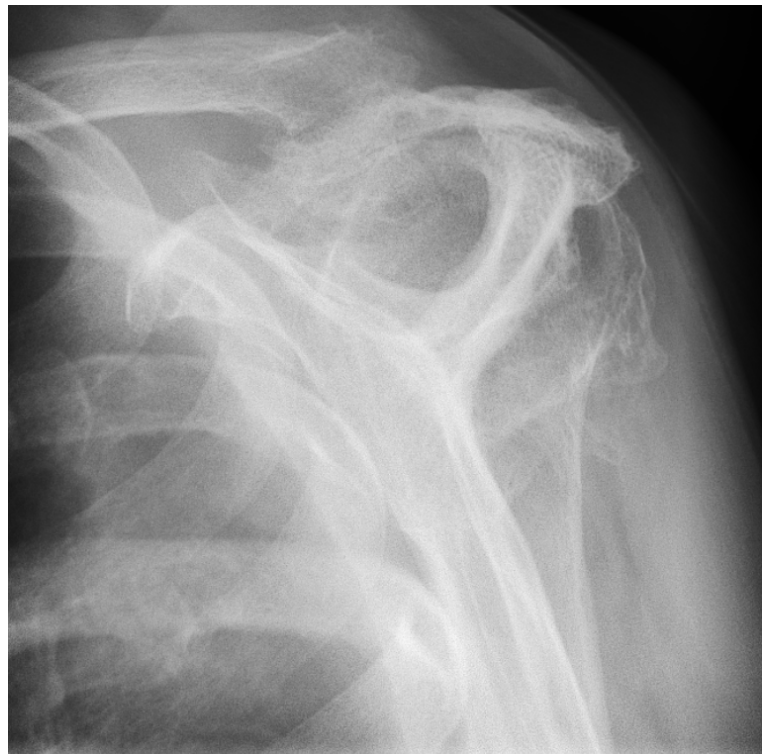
Radiographies de face et de profil montrant une omarthrose Hamada 4b avec acétabulisation de la face inférieure de l'acromion, pincement gléno-huméral supérieur et subluxation postérieure de la tête humérale.
